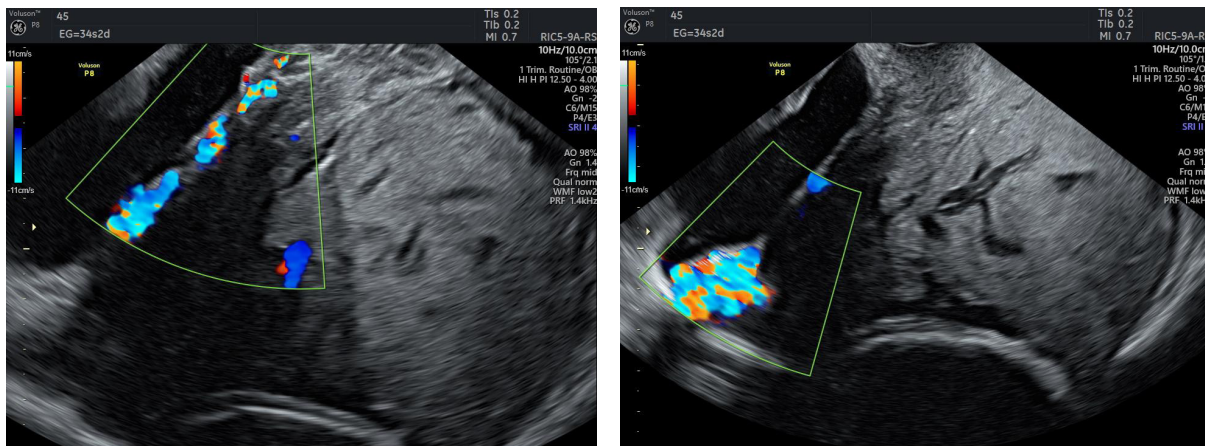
Ecografía Doppler. Se evidencia placenta anterior con múltiples lagunas vasculares de flujo turbulento que se extienden hasta el miometrio, con interrupción de la zona hipocóica retroplacentaria y pérdida del plano de separación con la vejiga, hallazgos concordantes con placenta percreta.
